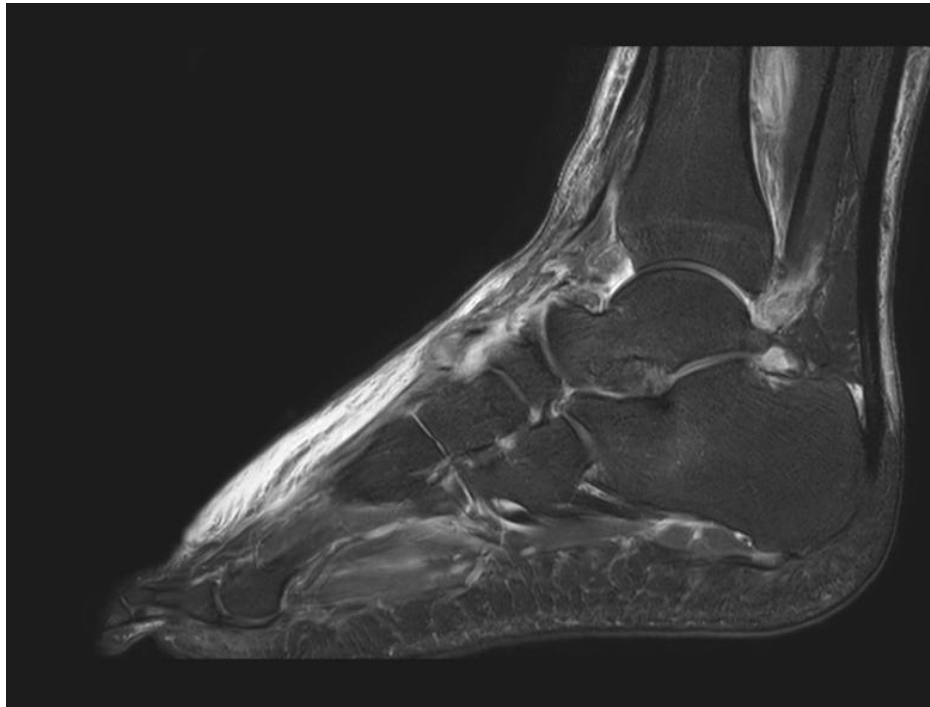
The heel was the anatomic site associated with the highest rate of accuracy across all 3 imaging modalities. A, Lateral view x-ray demonstrating stingray barb (arrow). B, Sagittal cut of magnetic resonance imaging demonstrating stingray barb (arrow). C, Ultrasound demonstrating stingray barb (arrow) in the longitudinal axis.
